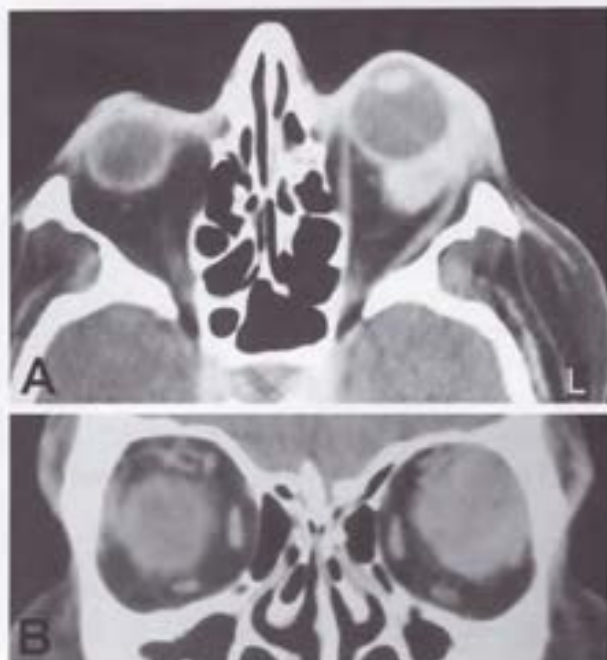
Caso 1. A. Tomografía computada corte axial, donde se observa lesión nodular retroocular y posteroexterna, de densidad de partes blandas que realiza tras la administración del contraste, provocando proptosis del globo ocular izquierdo. B. TC corte coronal, donde se observa lesión superoexterna con límite poco definido.
